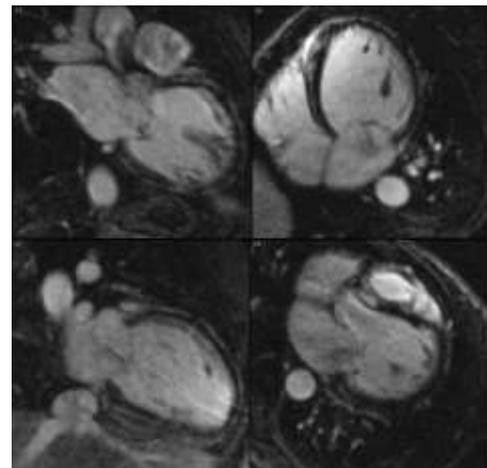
Ressonância nuclear magnética cardíaca. Cardiopatia dilatada; disfunção importante do ventrículo esquerdo e aumento da trabeculação subendocárdica. Fonte:<sup>(6)</sup>
